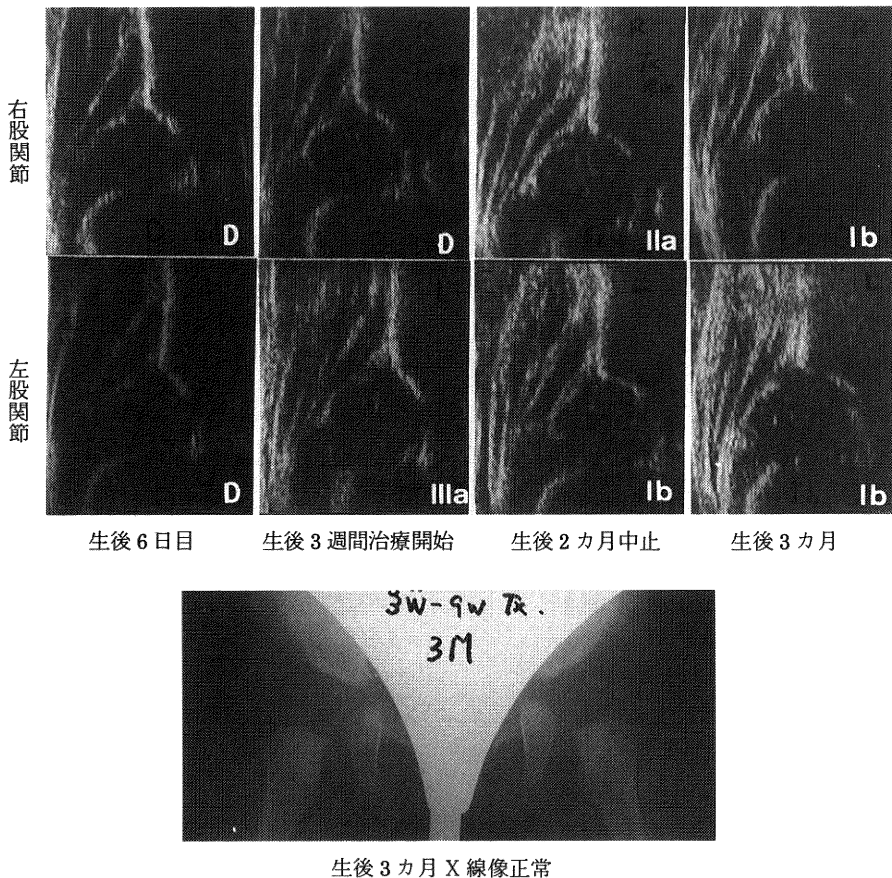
症例4. C群 非脱臼治療 女児：生後6日の超音波検査で左右ともタイプDだったので、生後3週、再検査をしました。右はD、左はⅢaに悪化したので、MG装具を装着しました。さらに2週間後にはⅡaまで改善し、生後2カ月、治療後5週で右Ⅱa⁺、左Ⅰbまで改善したので治療を中止した。生後3カ月では超音波で両側ともⅠb、X線でも臼蓋形成不全は無かった。
